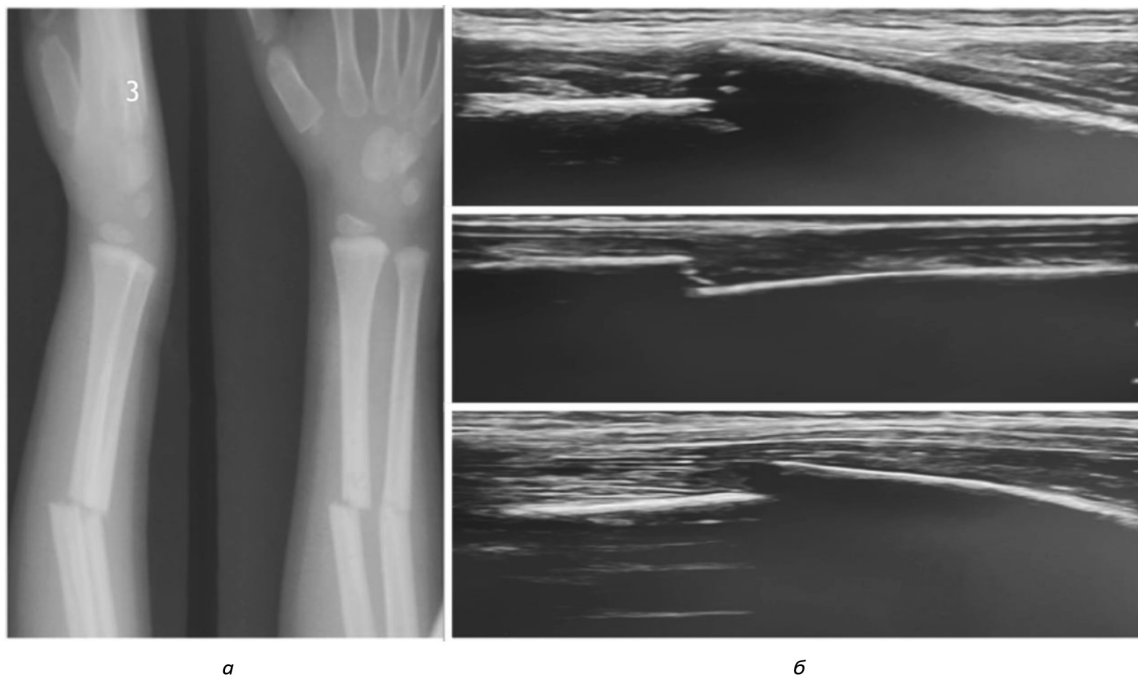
Рентгенограммы перелома лучевой кости до закрытой репозиции (а), на сонограммах (б) представлена только лучевая кость
